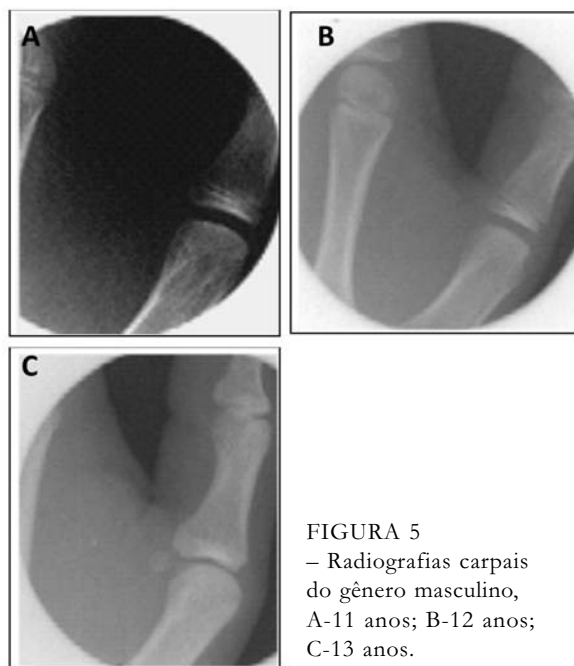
Radiografias carpais do gênero masculino, A-11 anos; B-12 anos; C-13 anos.
